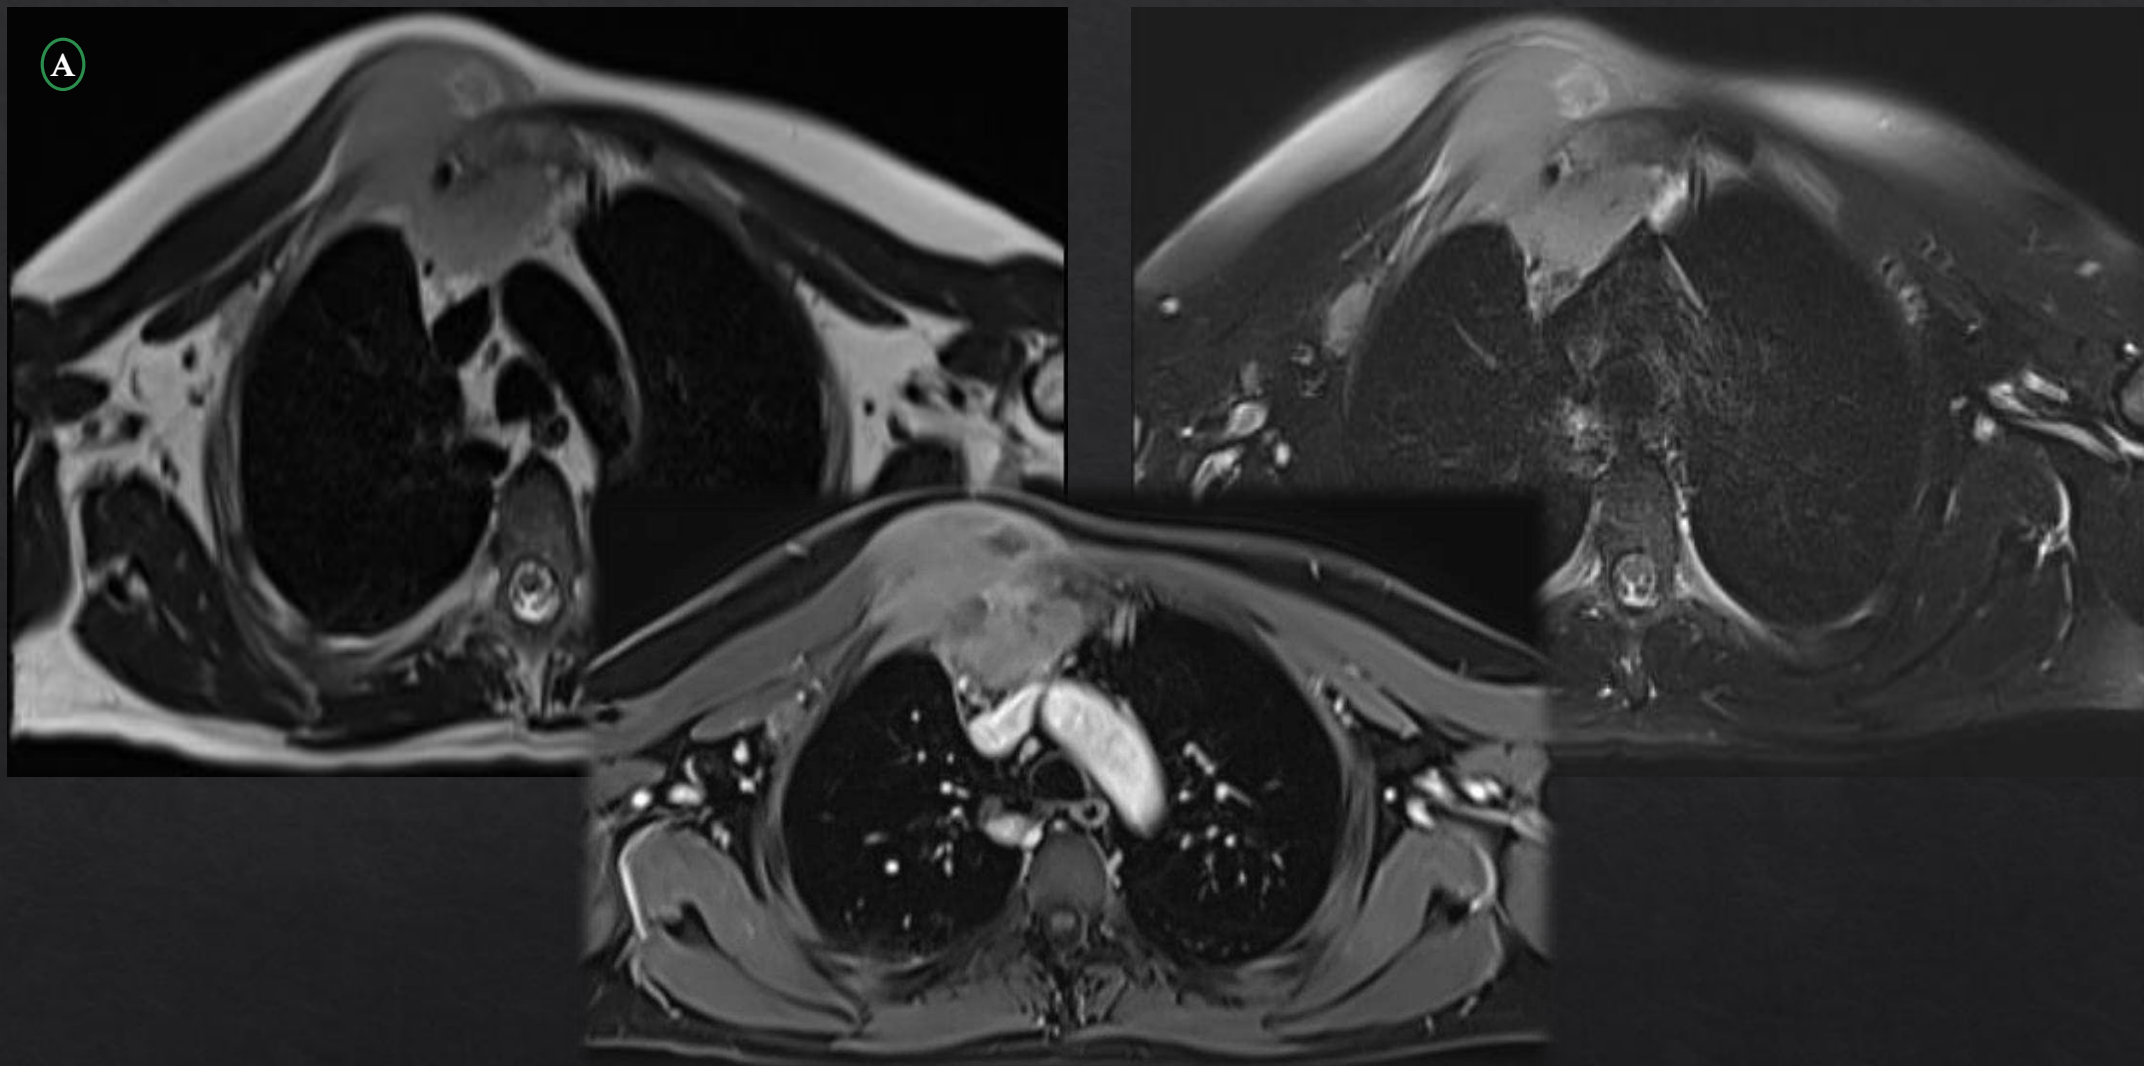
A: RM Torácica secuencias T1 con FS y contraste y T2 plano axial.
